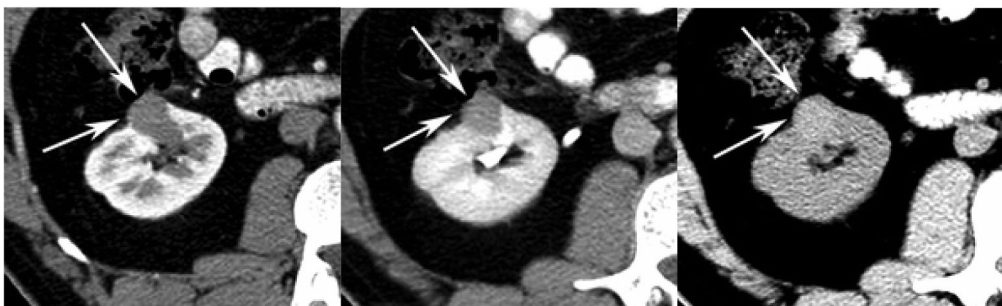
Ангиоміоліпома — КТ дослідження. Утвір жирової щільності, при болюсному контрастуванні відмічається слабе рівномірне накопичення і довга затримка контрастної речовини
